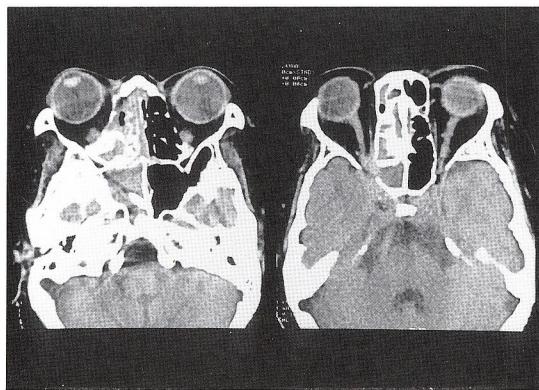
CT-scan revealed the projection of the mass from the sphenoid sinus to the right orbit.
